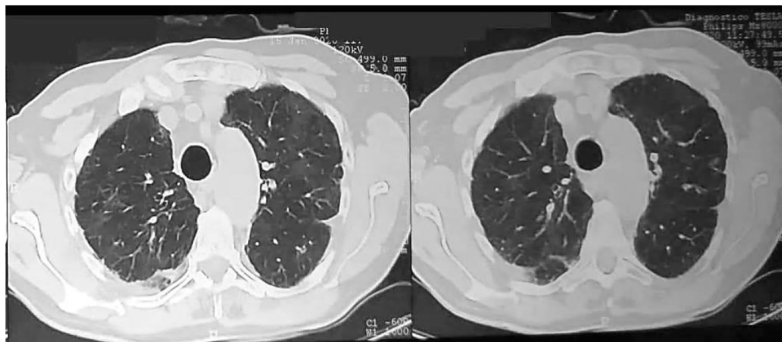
Tomografía de tórax de control post tratamiento con corticoides.
